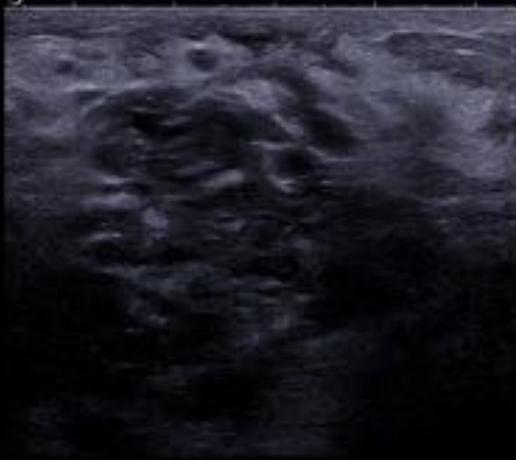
Mujer de 65 años remitida por encontrarse en un estudio TC abdominal una masa mamaria izquierda. En la mamografía se observa un aumento de densidad global en la mama izquierda con engrosamiento cutáneo, hallazgos no presentes en mamografías previas. En la ecografía se observó una gran masa mamaria heterogénea de márgenes indistintos y señal Doppler color presente. El resultado de la biopsia fue de infiltración por angiosarcoma.
